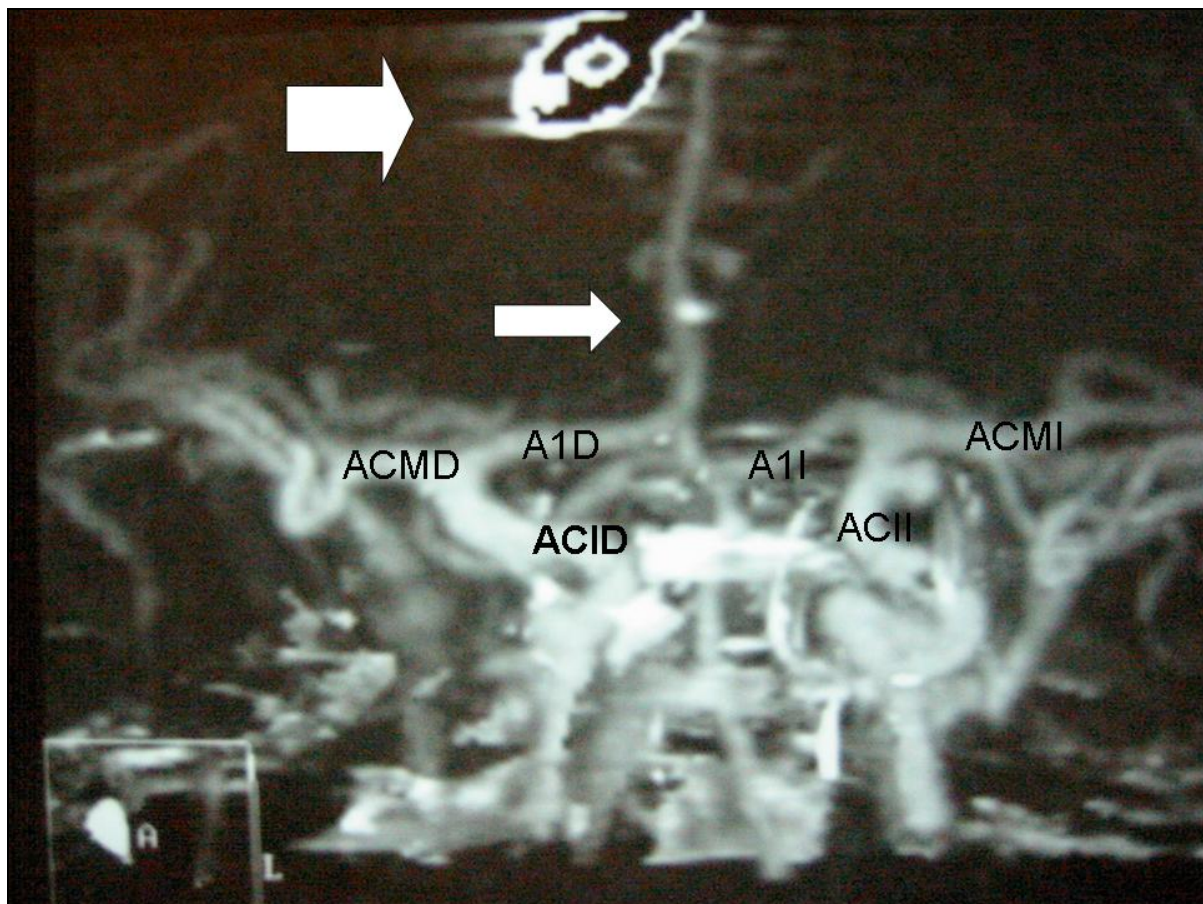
Angiotomografía cerebral. Se observa la arteria ácigos cerebral anterior (flecha pequeña) y el clip sobre el aneurisma (flecha grande). ACID: arteria carótida interna derecha; ACII: arteria carótida interna izquierda; A1D y A1I: sector proximal de la arteria cerebral anterior derecha e izquierda, respectivamente; ACMD y ACMI: arteria cerebral media derecha e izquierda, respectivamente.
